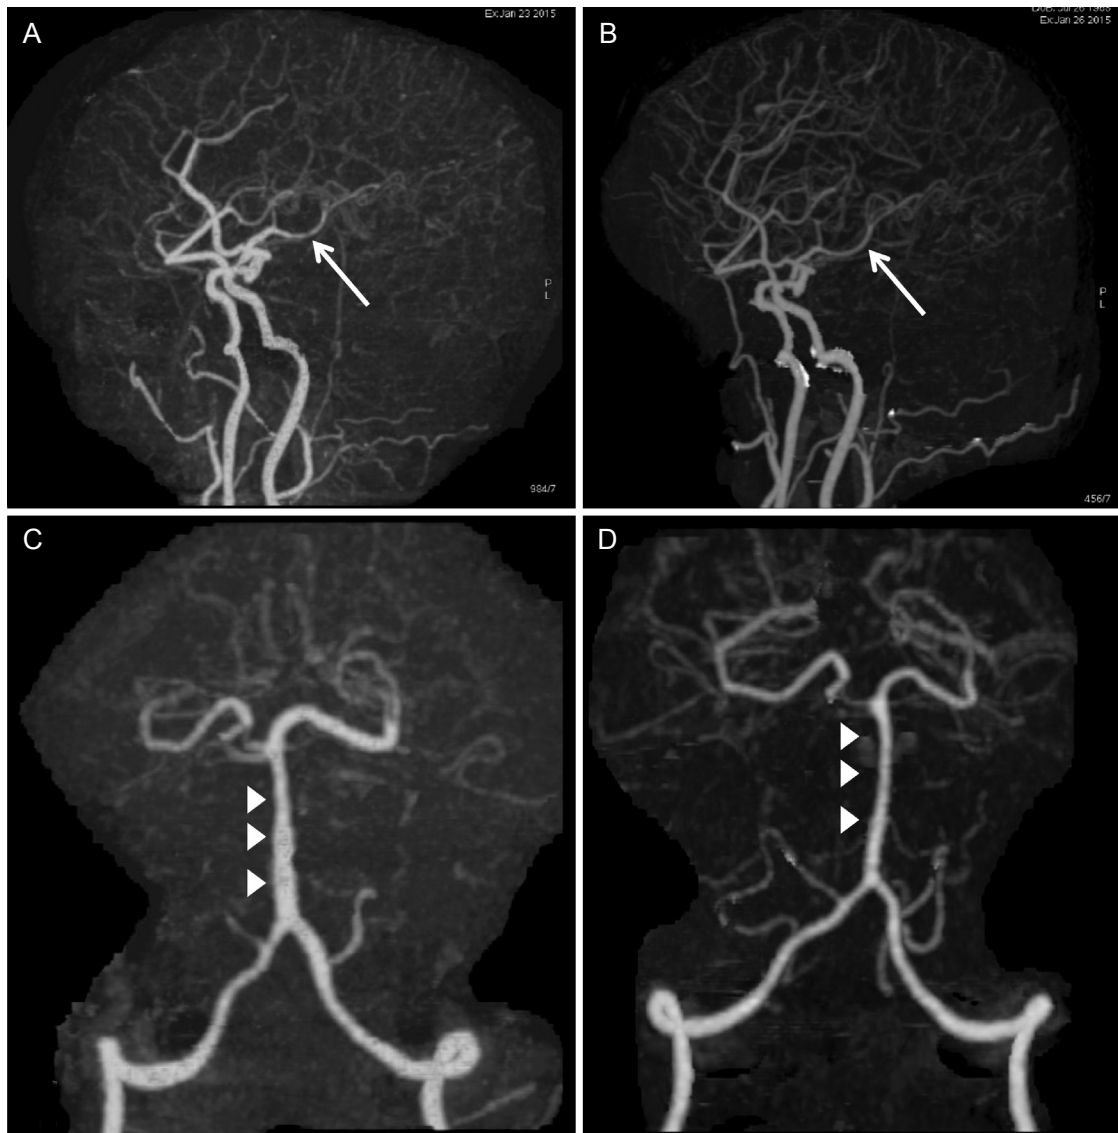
Baseline computed tomography (CT) angiography (A and C) shows multifocal narrowings (white arrows) in the distal part of left middle cerebral artery, artery and basilar artery. There is also a dilatation of the proximal basilar artery (white arrowheads). Follow-up CT angiography (B and D) 3 days later shows the normalization of multifocal narrowings and the dilatation in the intracranial vessels.
